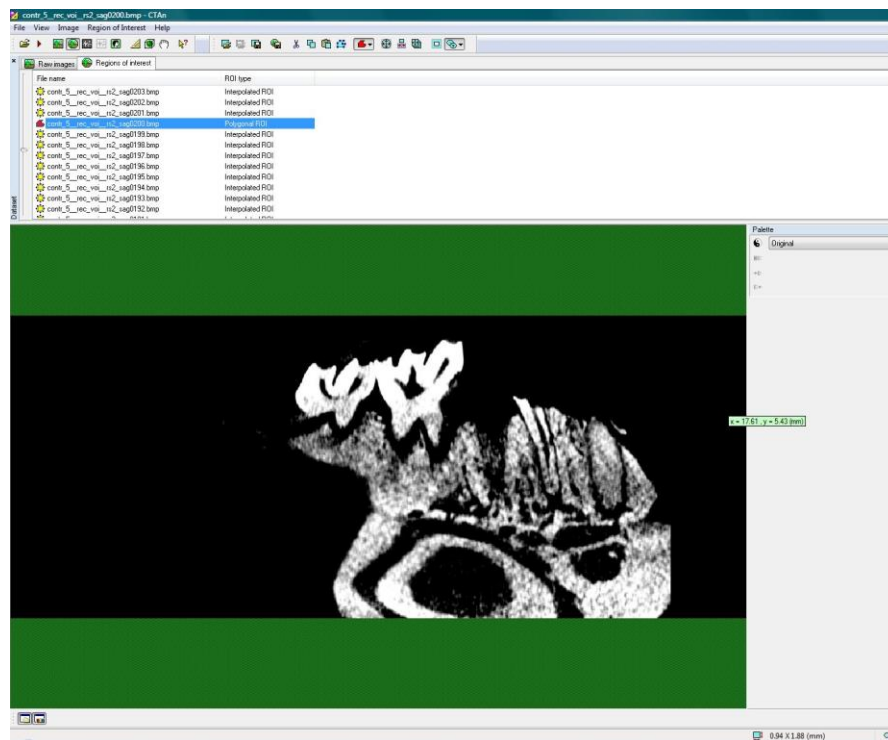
Posteriormente a imagem sagital foi analisada no software CT Analyser Version: 1.9.1.0.© 2003-08 SkyScan.
